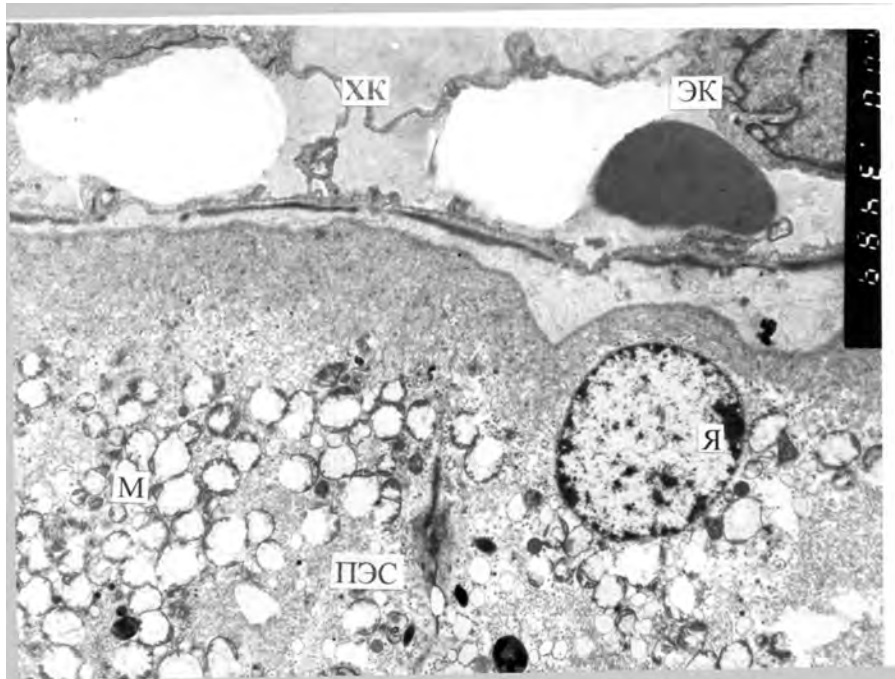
Ультраструктура хориокапилляров сосудистой оболочки и пигментного эпителия сетчатки кролика через 1 месяц после моделирования контузии.
